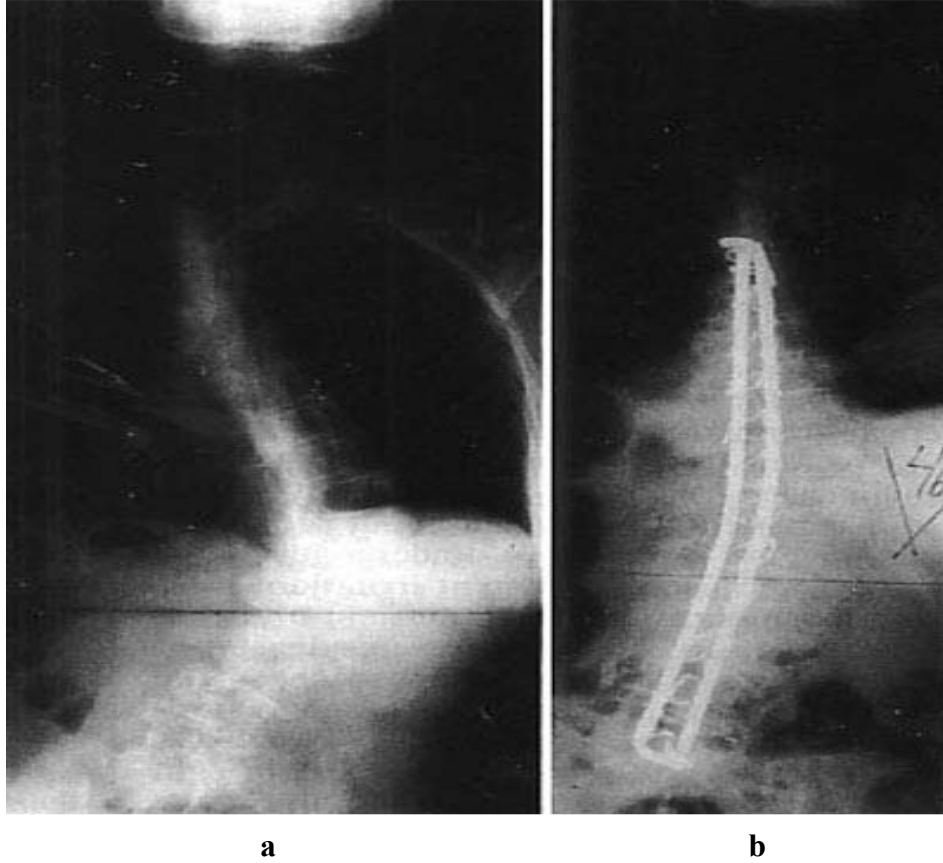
Harrington çubuk enstrümantasyon ve konveks tarafına kompresyon tekniği ile cerrahi tedavisi yapılan skolyoz'un a- pre-op ve b- post-op radyografisi
